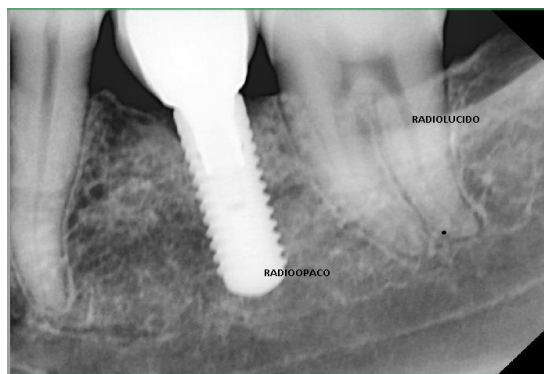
Radiografía dentoalveolar donde se muestra ejemplo de la radiotransparencia en la cámara pulpar de un molar y la radioopacidad en un implante dental.⁹
